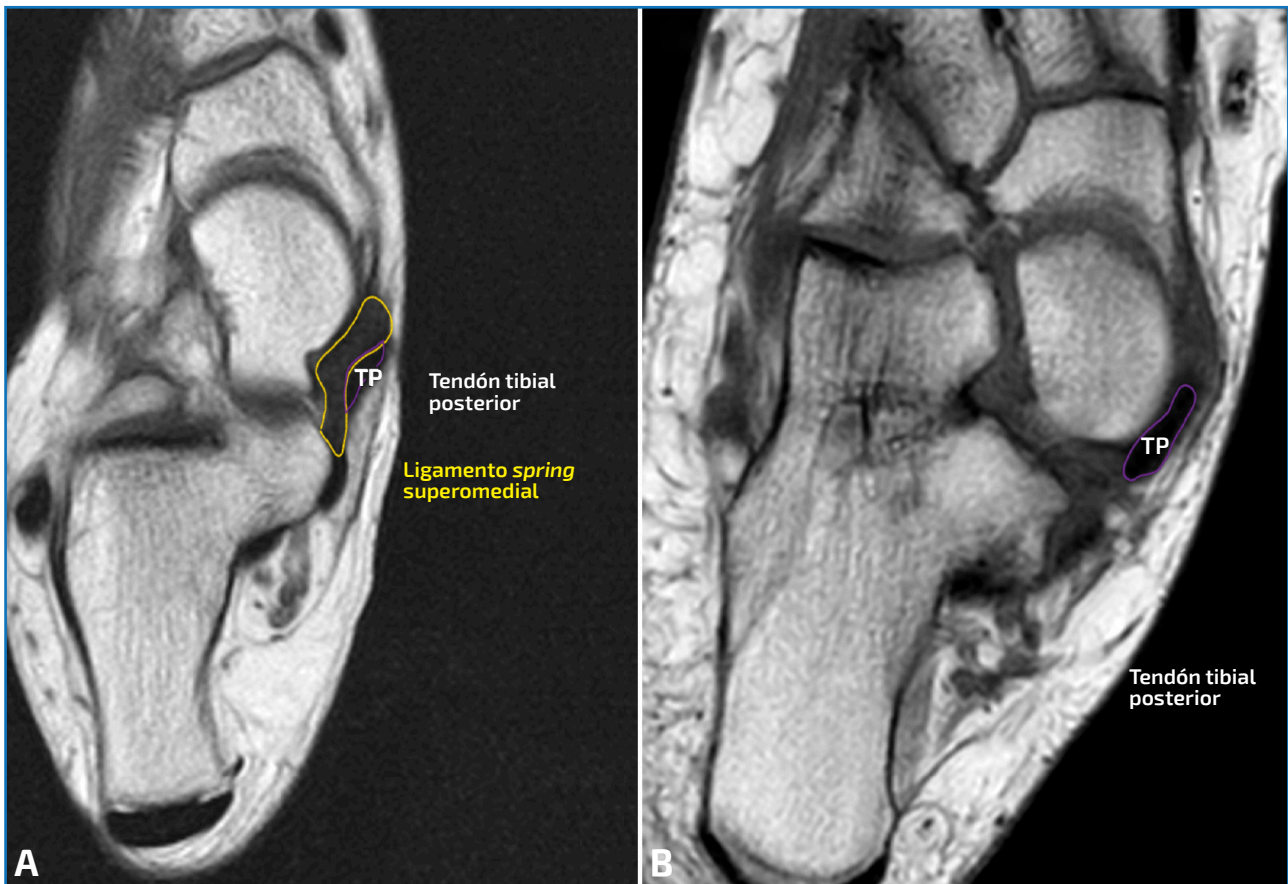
A: corte axial potenciado en secuencia T1. En amarillo, señalado el haz superomedial del ligamento spring y, en morado, el tendón tibial posterior. Podemos observar esa íntima relación que presentan y que se ha descrito en la revisión; B: corte axial potenciado en una secuencia de densidad protónica. Hallazgos compatibles con rotura completa del haz superomedial del ligamento spring. Debido a la rotura, el tendón tibial posterior queda en íntimo contacto con la cabeza del astrágalo sin tener como separación esta estructura. Esta segunda imagen nos ayuda a visualizar ese concepto visto en la ecografía en la que el tibial posterior queda en íntimo contacto con la cabeza astragalina.
